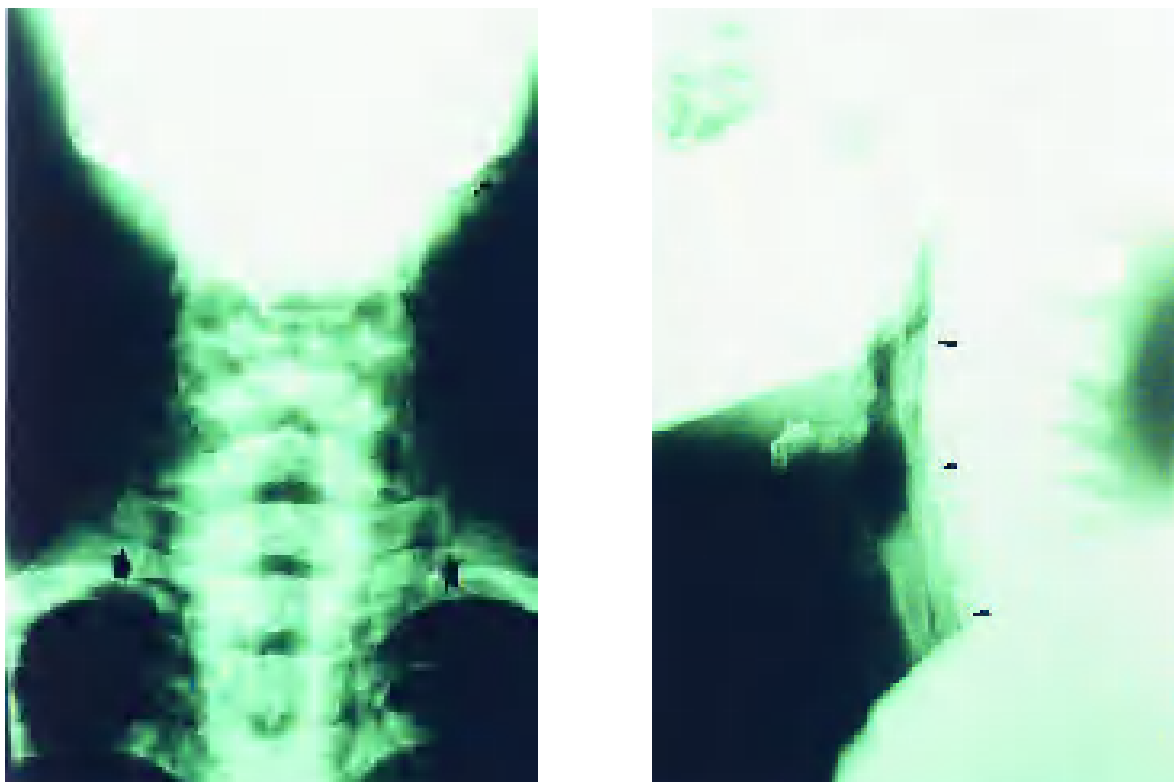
Radiografías AP y lateral de cuello: disección de los planos musculares cervicales y presencia de aire a nivel retrofaríngeo.
